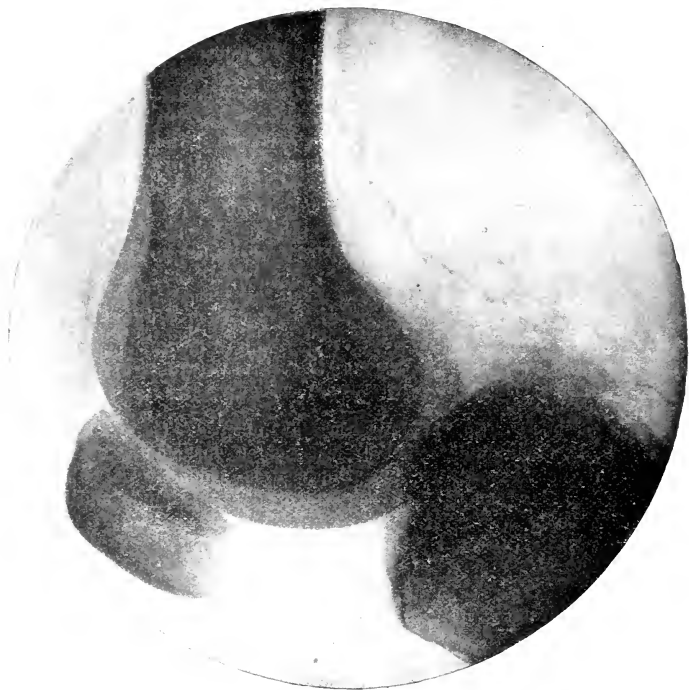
Arterienverkalkung bei *Claudicatio intermittens*. Röntgenographie.
